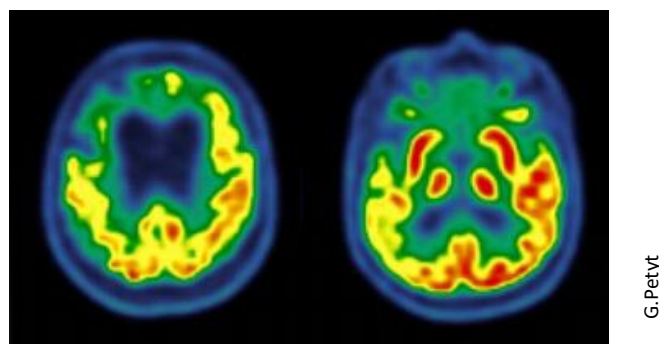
Profil [¹⁸F]FDG-TEP d'une démence fronto temporale prototypique
